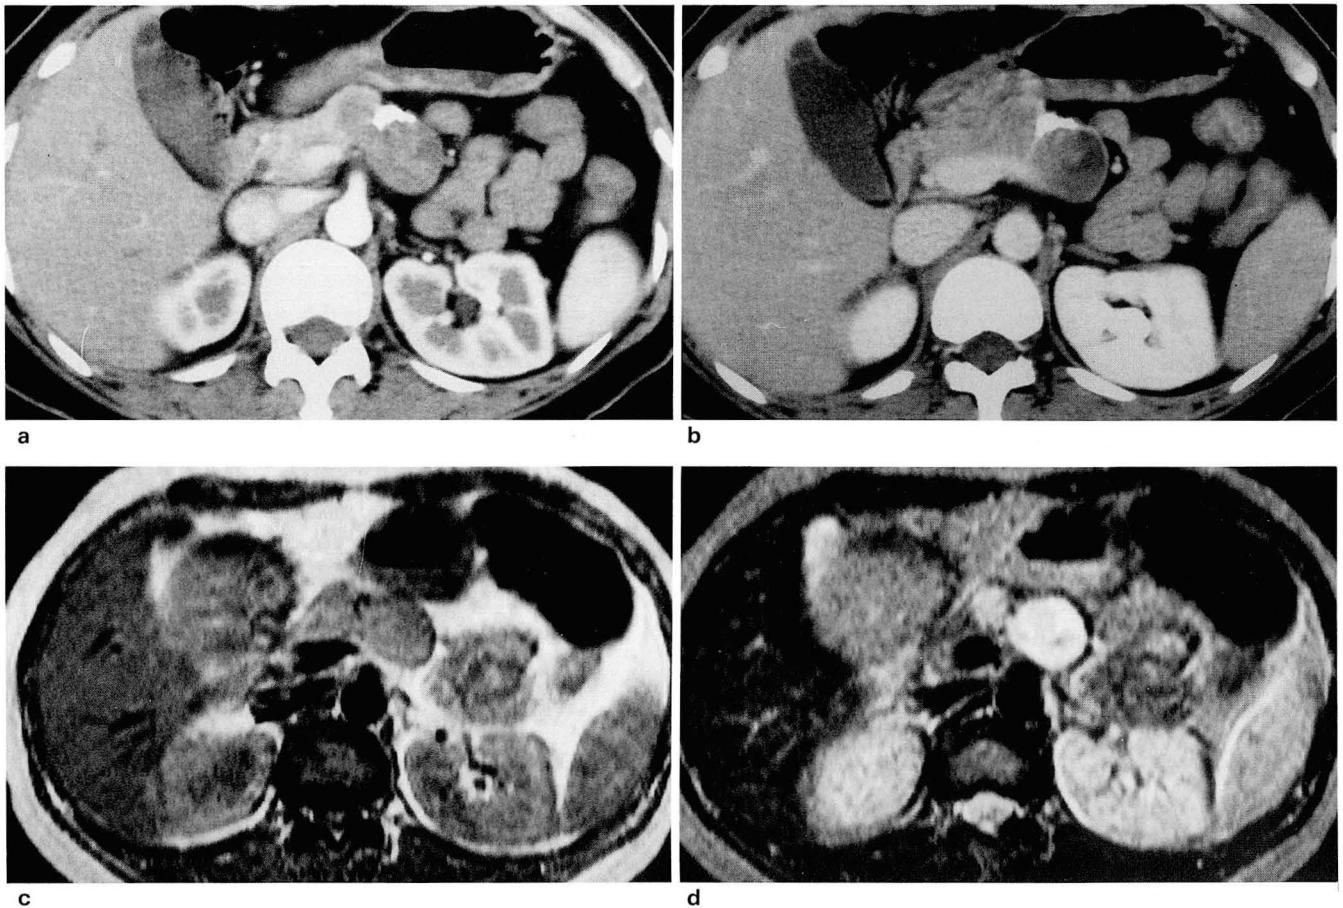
Appearance of the capsule on CT and MR of solid and papillary epithelial neoplasm.
